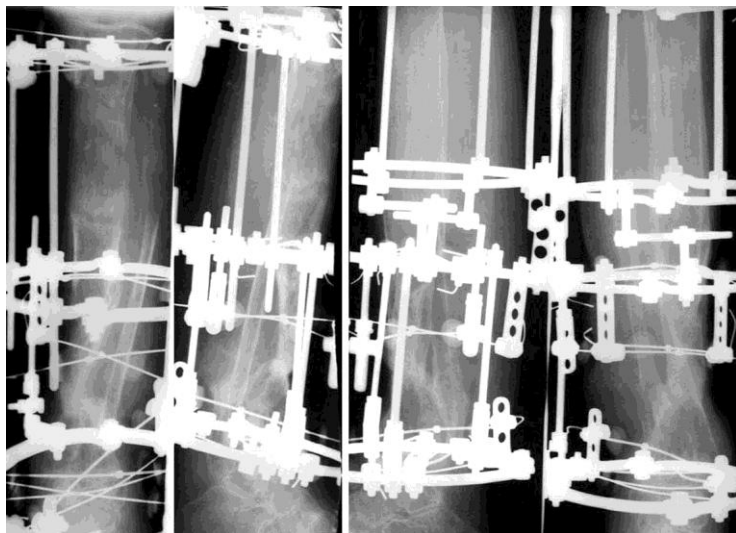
Рентгенограммы больного Т. в процессе лечения.
